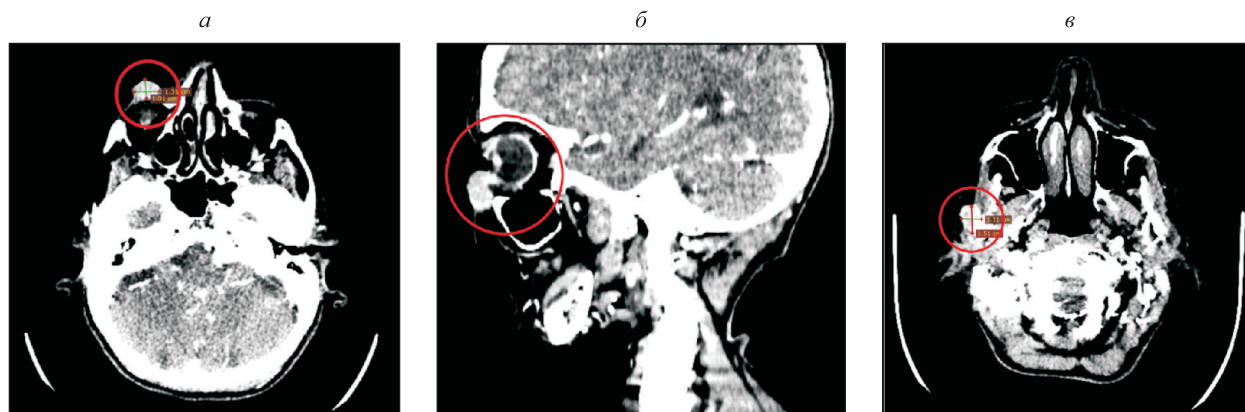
КТ лицевого отдела черепа с внутривенным контрастированием: а – аксиальный срез, б – сагиттальный срез, в – образование в правой околоушной железе
